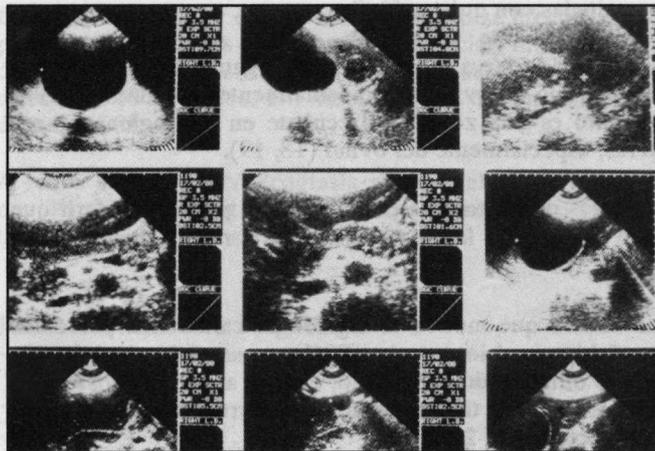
Ecografía que muestra hidatidosis hepática y esplénica.
